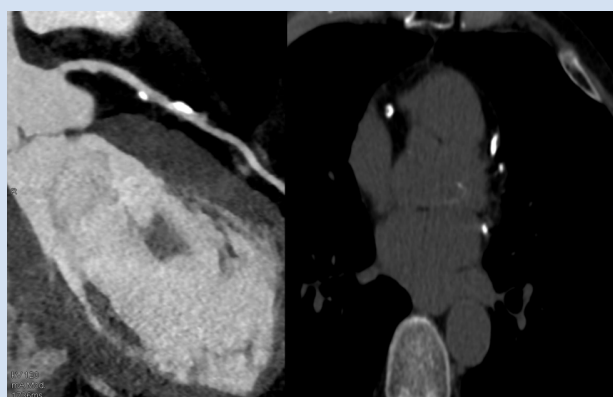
Результаты МСКТ коронарных артерий с контрастированием
